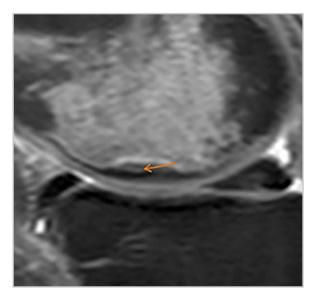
MP-томограмма. Зона вторичного остеонекроза в виде участка повышения сигнала на PD-FS-ВИ (указана стрелкой)
